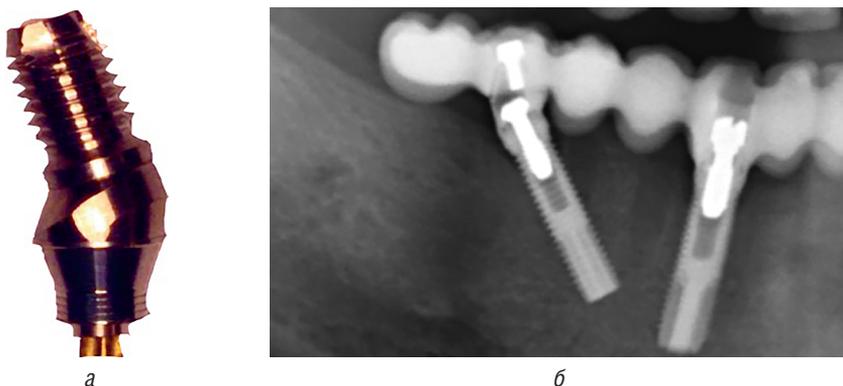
Угловые дентальные имплантаты Co-Axis с углом наклона платформы 12, 24 и 36°: а — конструкция имплантата; б — рентгенограмма с клиническим примером применения угловых имплантатов
